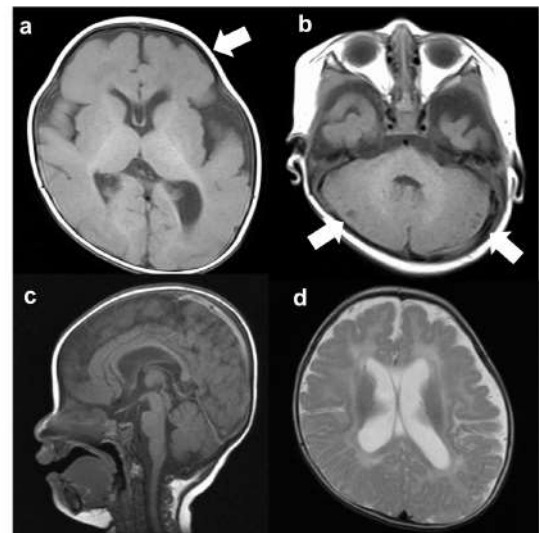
福山型先天性筋ジストロフィー 6 か月女児の脳 MRI 画像。
